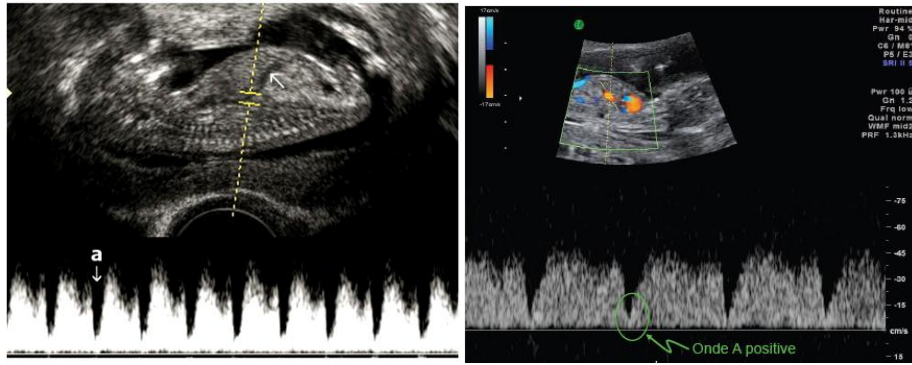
Doppler du canal d'Arantius : le canal d'Arantius est repéré dans le prolongement de la veine ombilicale (->). Spectre triphasique caractéristique : le notch (a) doit rester positif (Nicolaidis et al.).
